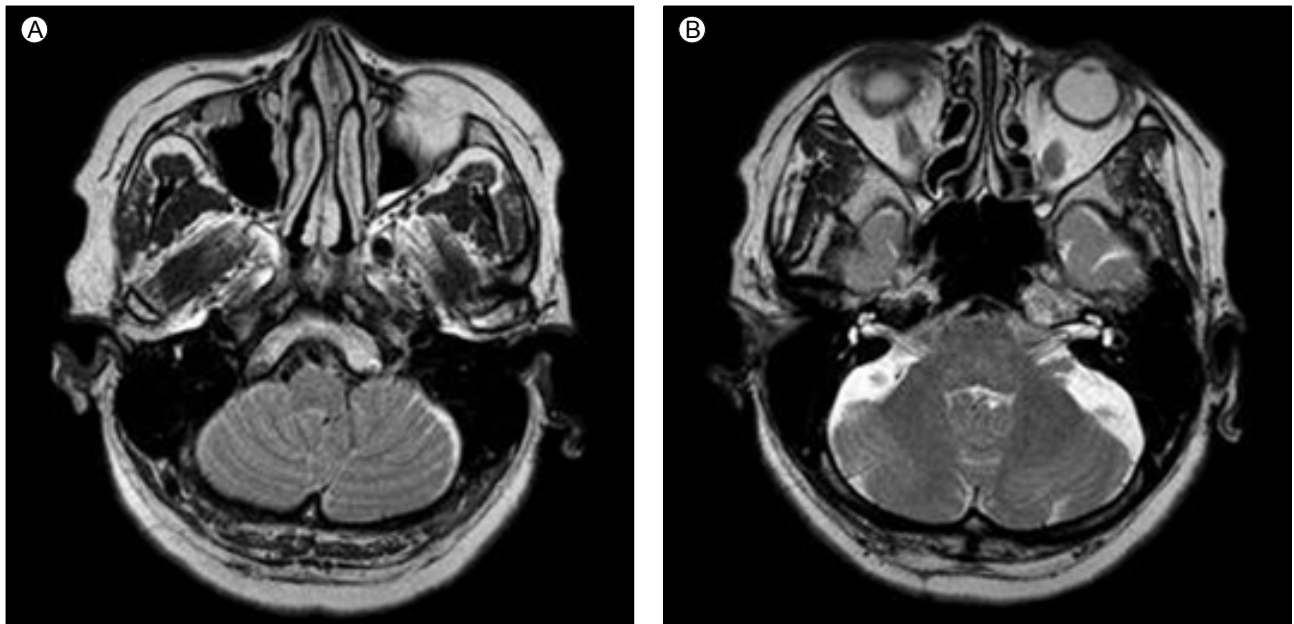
Magnetic resonance imager. (A) Left maxillary sinusitis. (B) Temporal magnetic resonance imaging.
